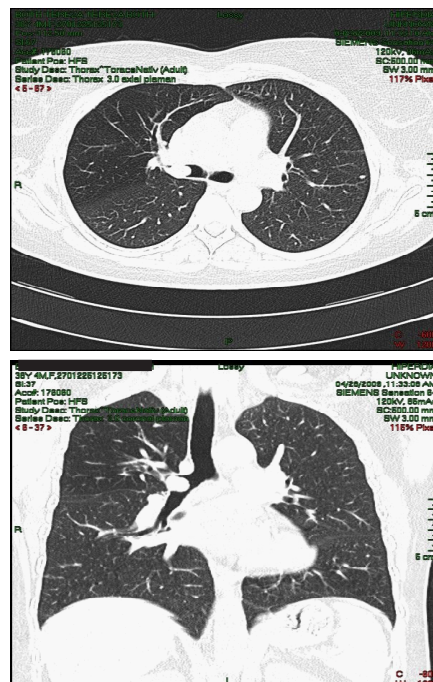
Aspect CT torace de formațiune endobronșică dreaptă.
